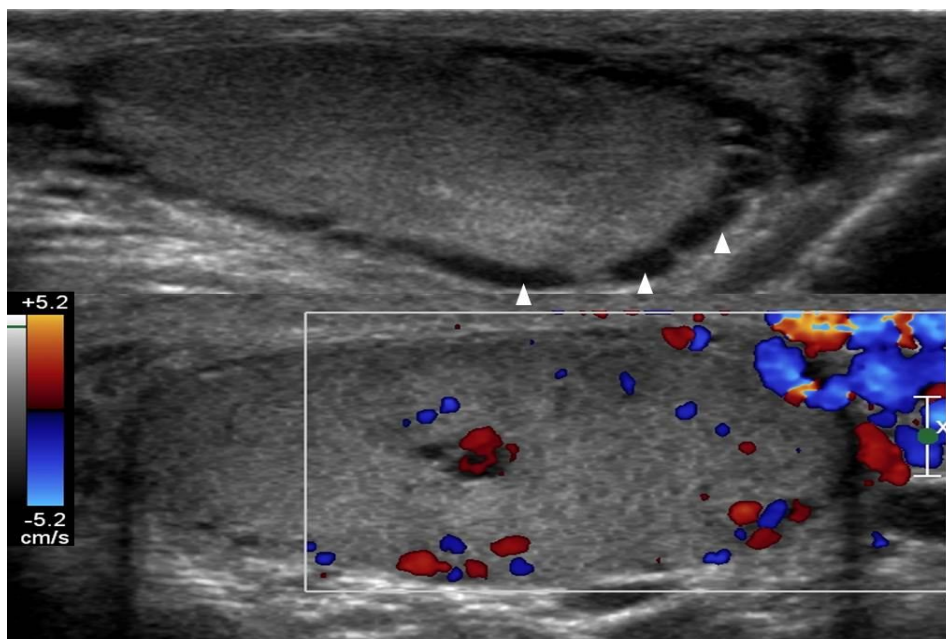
Varicocèle intra-testiculaire. Mode B et Doppler couleur pendant la manœuvre de Valsalva [42].
